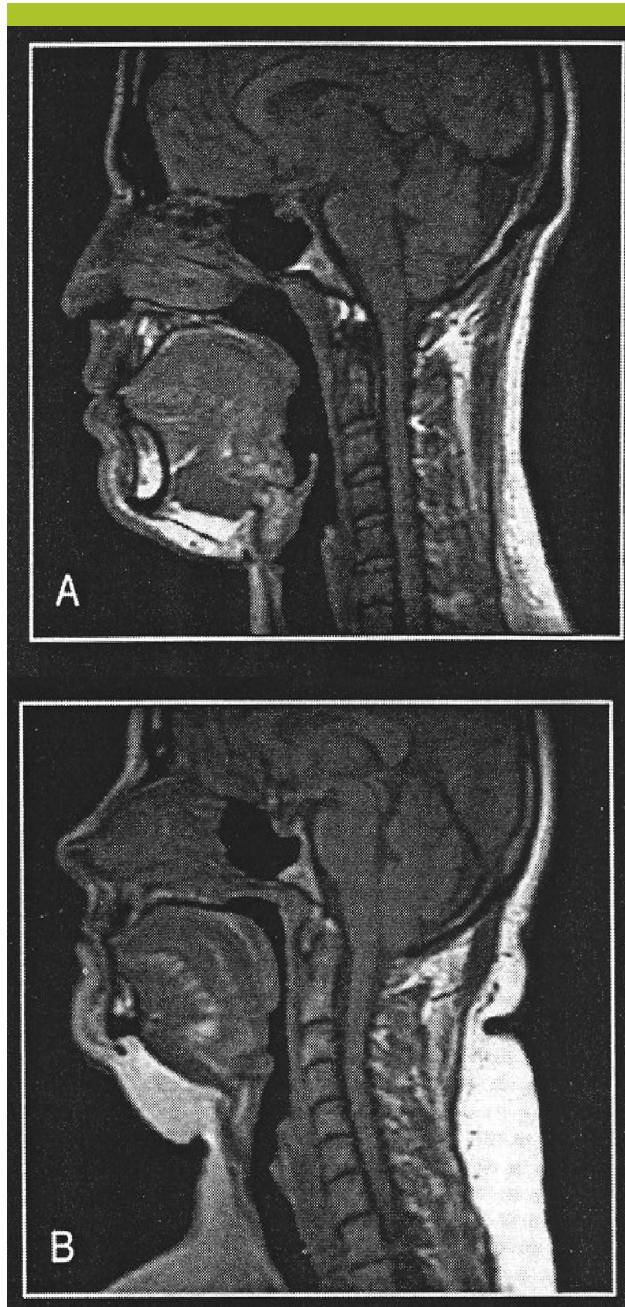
Coupe sagittale par IRM des voies aériennes supérieures comparant un patient apnéique (B) et un sujet normal (A)
